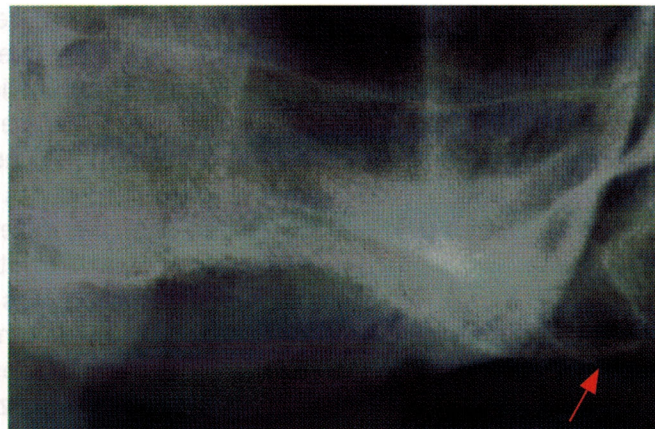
Radiografia periapical da região posterior superior direita. Seta indicando a região da fístula bucossinusal
